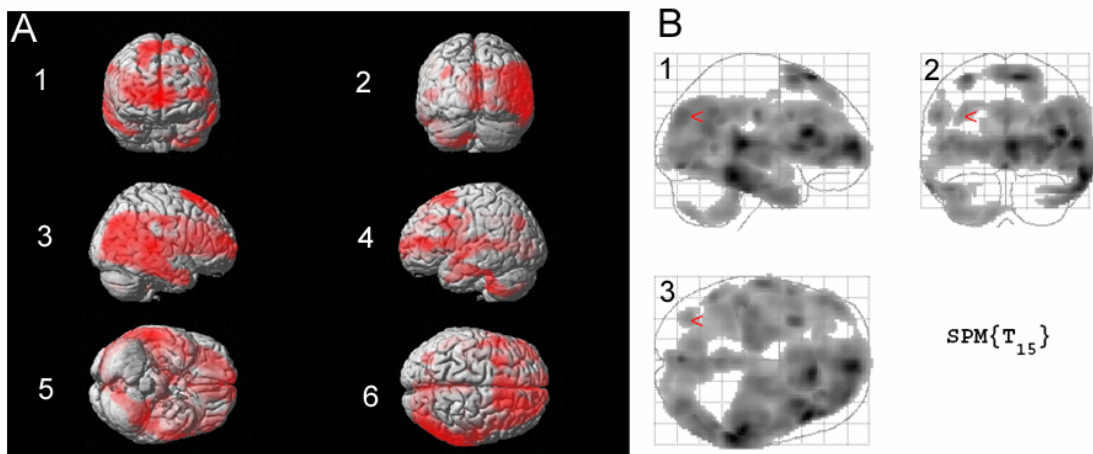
Gruppenvergleich HD-Gruppe nach Neurostat- und SPM-Normalisierung. (A) Voxel mit signifikanten Z-Score-Werten auf ein oberflächengerendertes MRI projiziert: 1) frontal; 2) occipital; 3) rechts lateral; 4) links lateral; 5) ventral; 6) dorsal; auf allen Projektionen Hirn-Areale mit signifikantem Hypometabolismus in der HD-Gruppe mit Neurostat-Normalisierung rot gefärbt (B) MIP des Gruppenvergleichs HD-Gruppe Neurostat-Normalisierung < HD-Gruppe SPM-Normalisierung: 1) lateral; 2) occipital; 3) dorsal ($p < 0,001$, t-Test für verbundene Stichproben)
